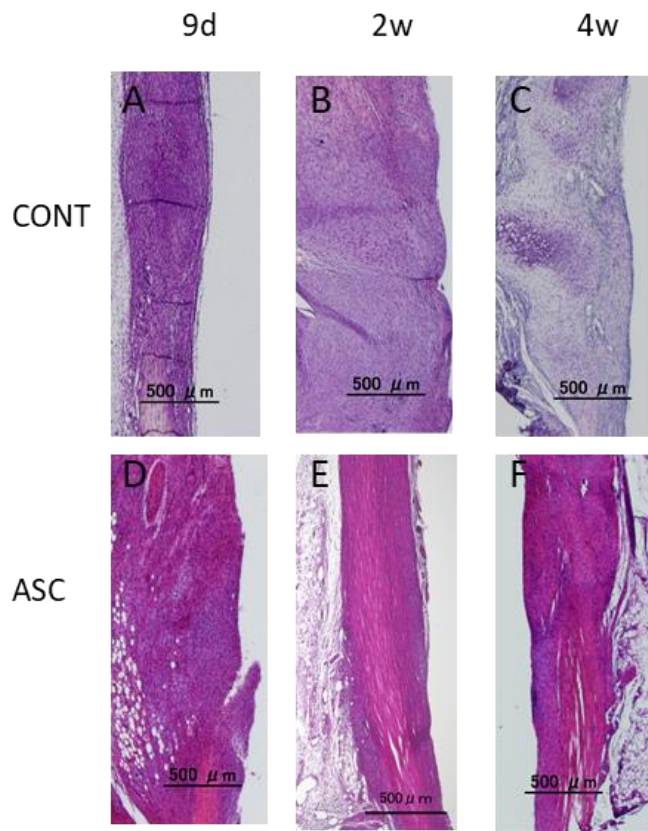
アキレス腱症モデルの組織学的評価およびμCT（それぞれ代表例）
